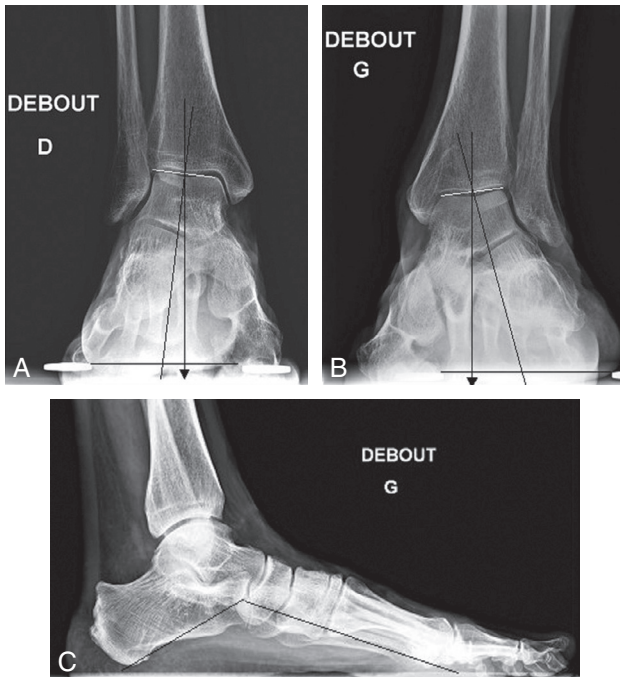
Intérêt de la radiographie en charge.
